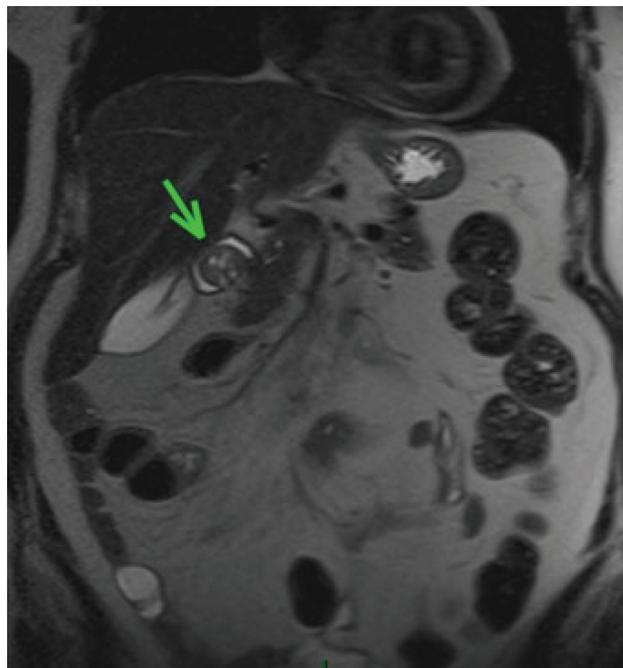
Ressonância magnética do abdome em sequência coronal T2, evidenciando lesão heterogênea intraluminal na topografia do bulbo duodenal.
